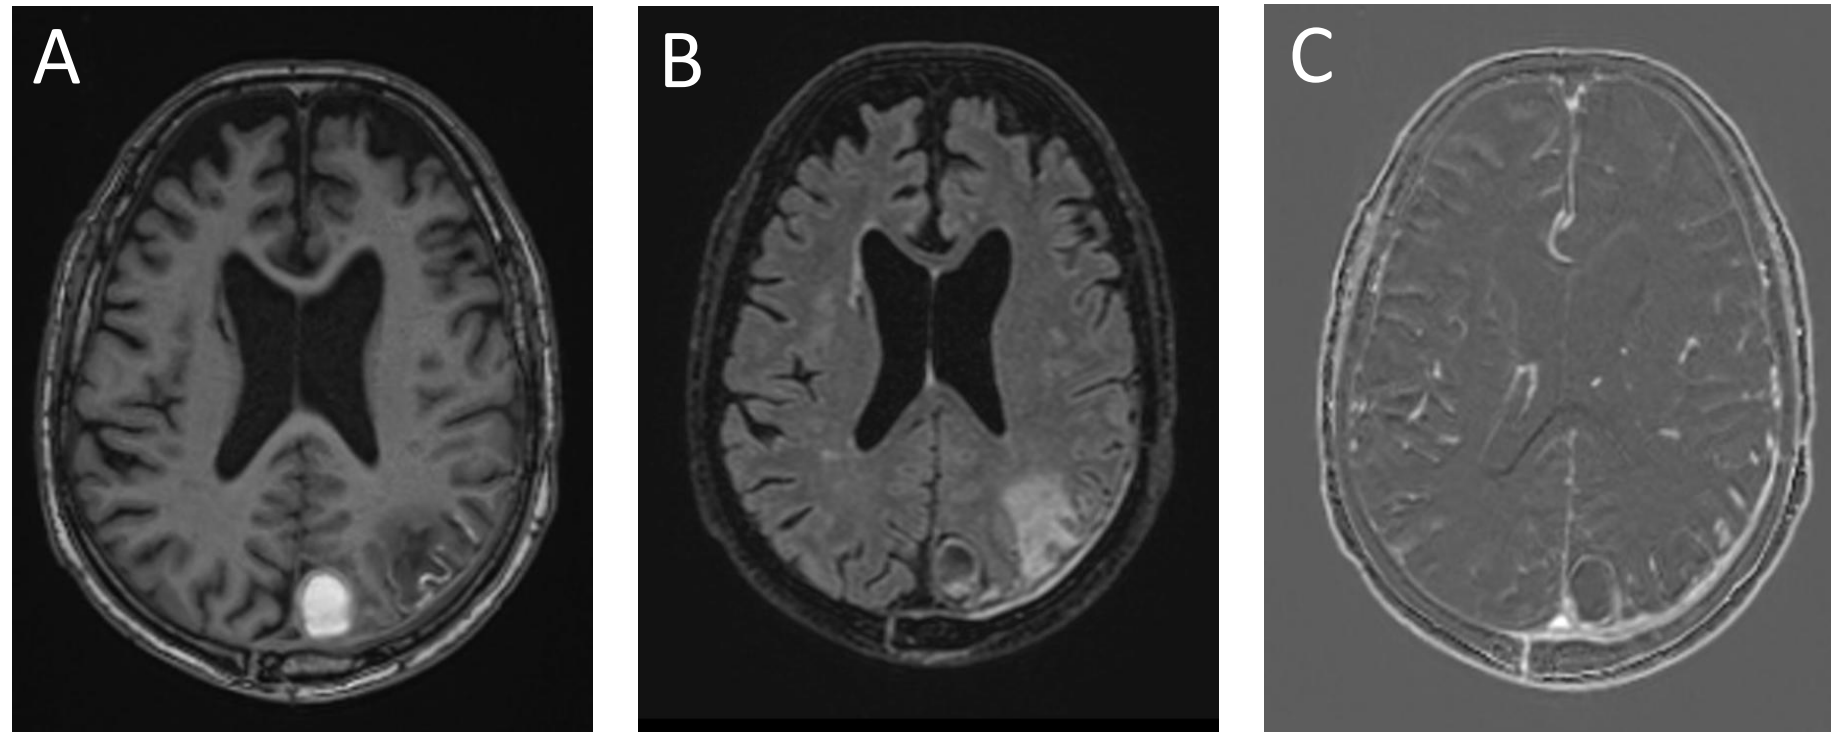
(continuación de las figuras 1 y 2). El paciente fue sometido a una craneotomía con exéresis de la MAV y evacuación del hematoma intraparenquimatoso. En el seguimiento postquirúrgico se realizó una RM en la que se observan cambios secundarios a la cirugía, sin evidencia de nidus residual. La dilatación venosa parietal parasagital izquierda muestra en este estudio hiperintensidad de señal en secuencia T1 (A), hipointensidad de señal en FLAIR T2 (B) y ausencia de repleción de contraste en secuencias de sustracción (C). Hallazgos sugestivos de trombosis subaguda-crónica.
